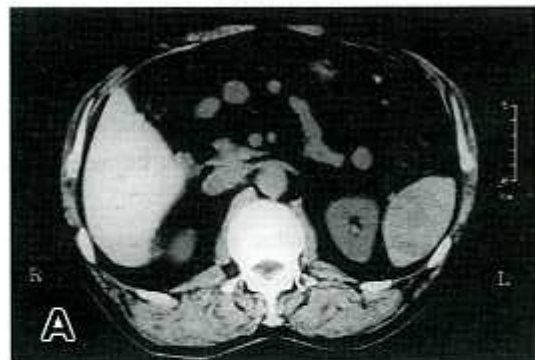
Abdominal CT shows a low density tumor in the spleen.
